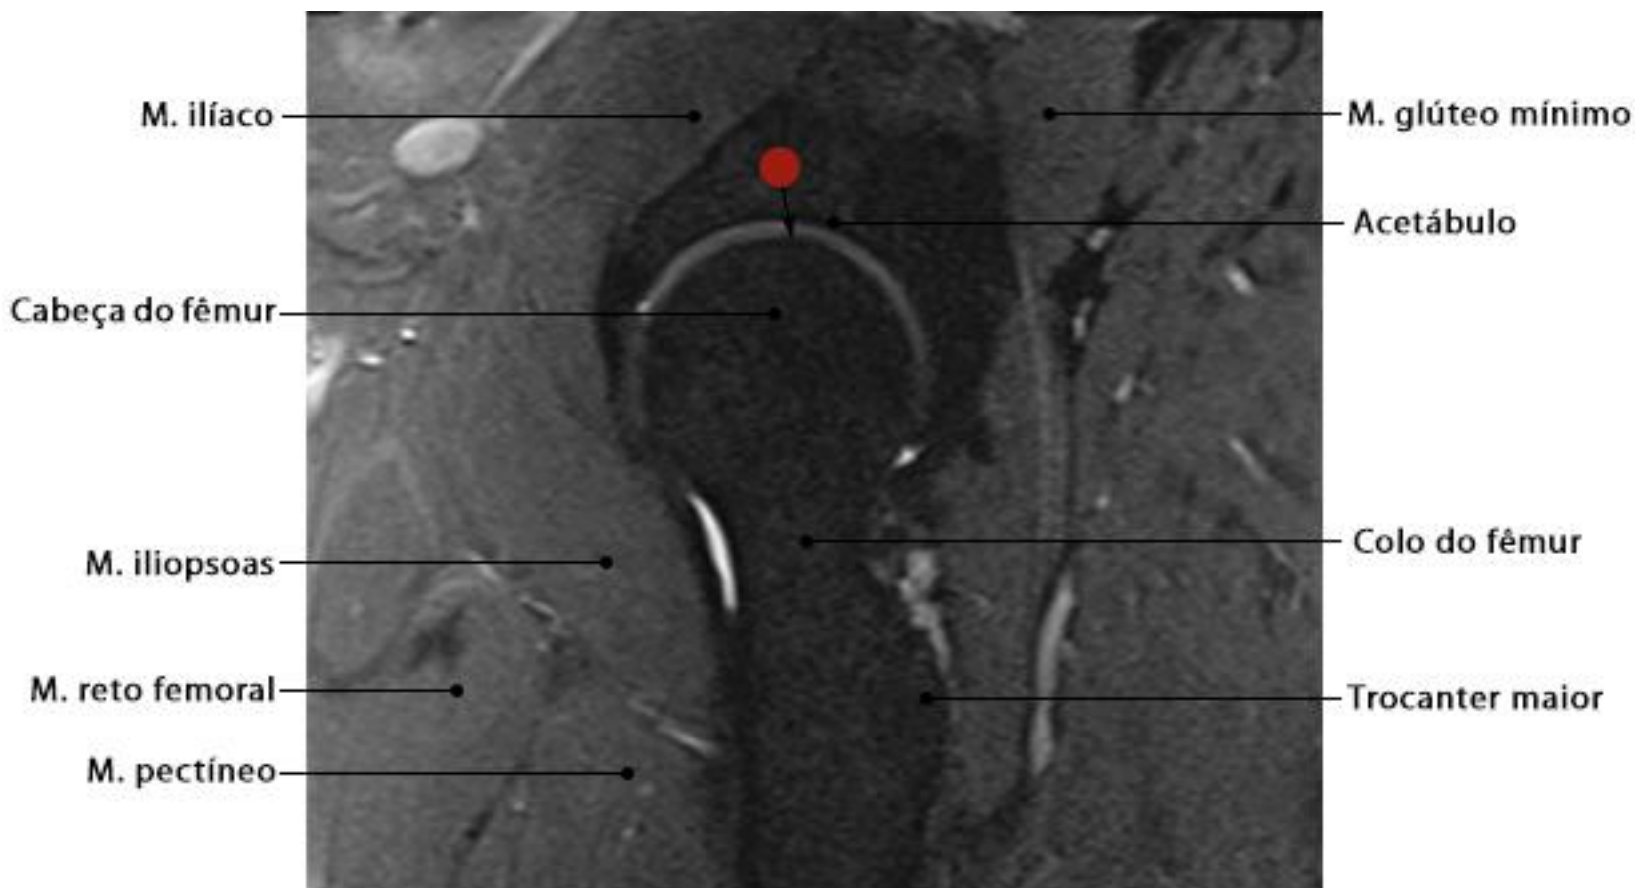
RM do quadril em corte sagital com ponderação DP SPAIR
